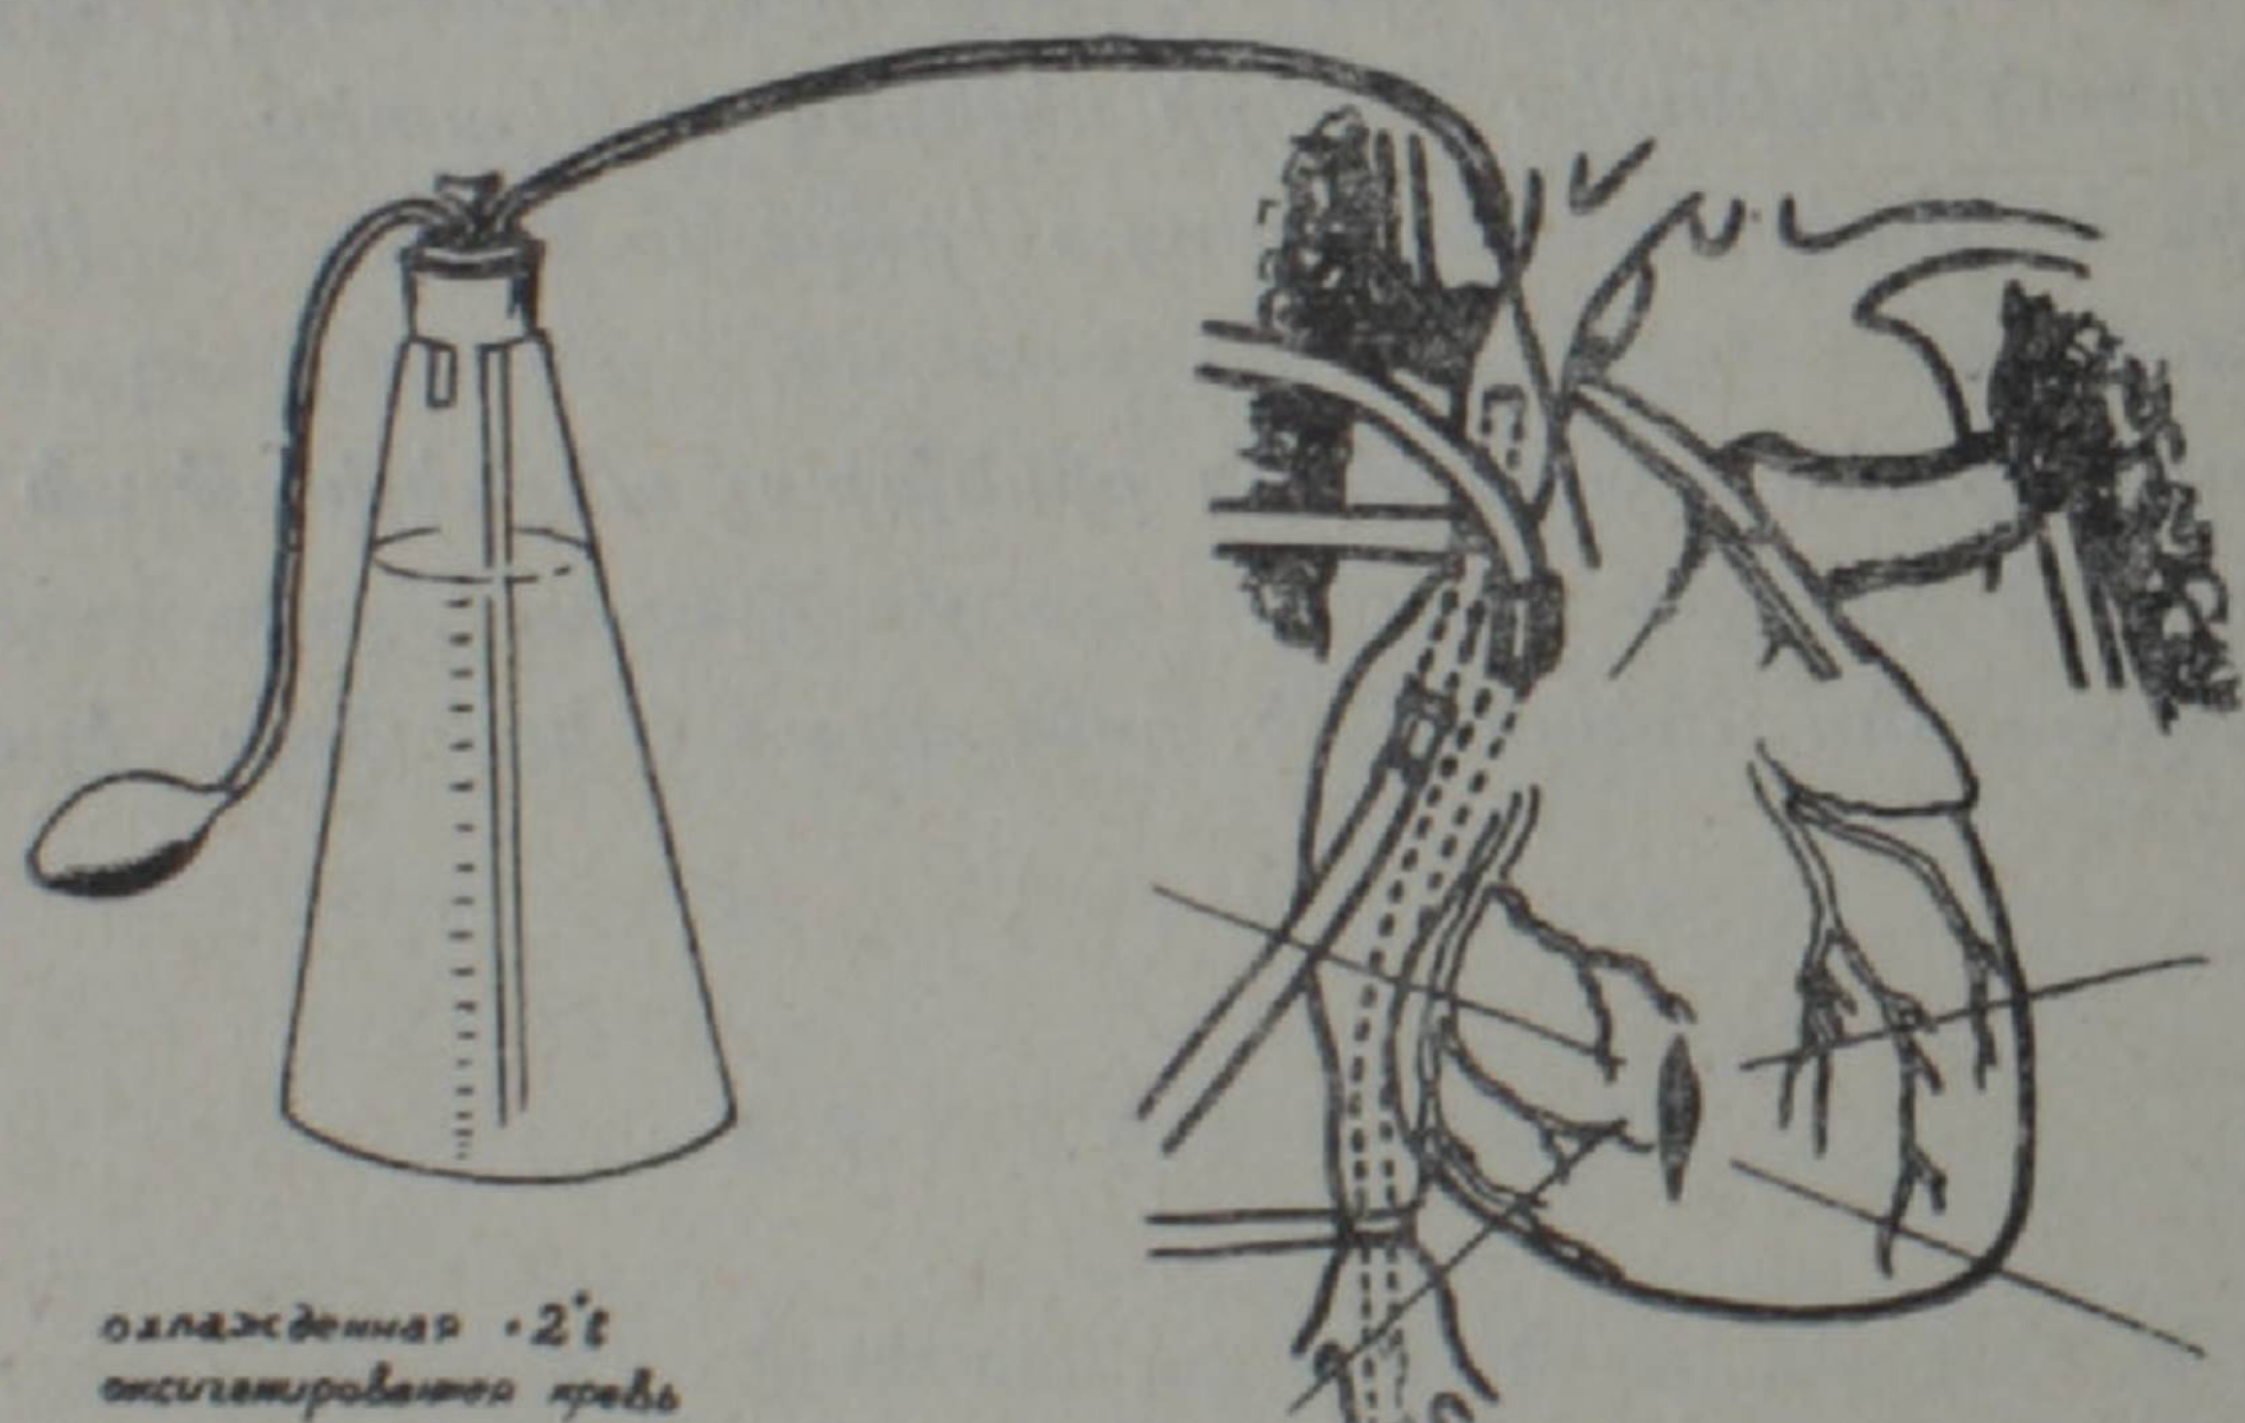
Перфузия коронарных сосудов охлажденной гепаринизированной кровью под давлением.
